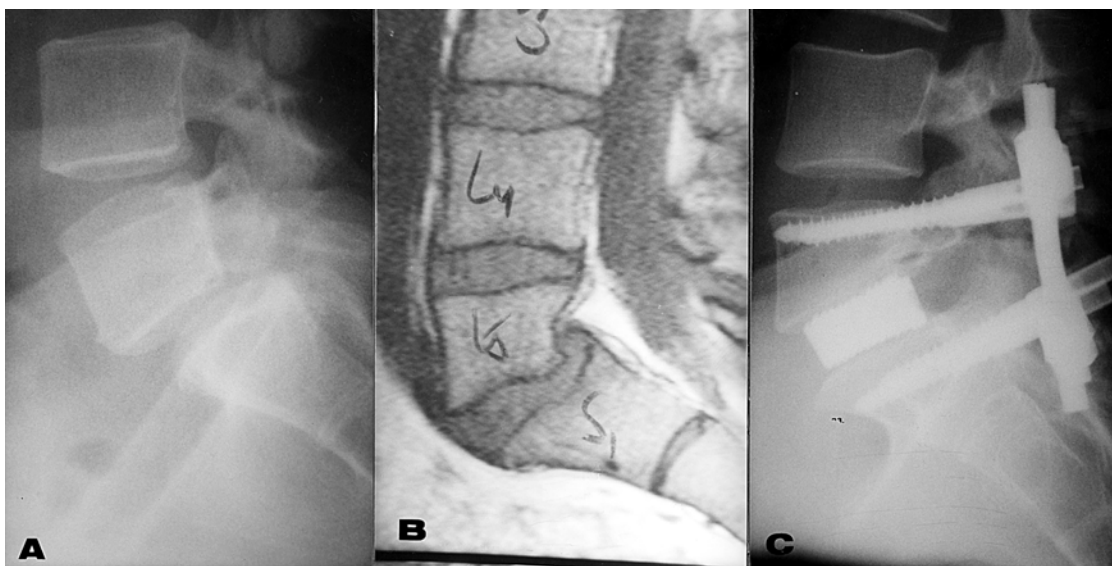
A) Radiografia demonstrando espondilolistese L5-S1, grau II. B) Ressonância magnética do mesmo caso. C) Radiografia pós-operatória. Fixação com parafusos, associados a cage 0°, obtendo-se redução da listese.
